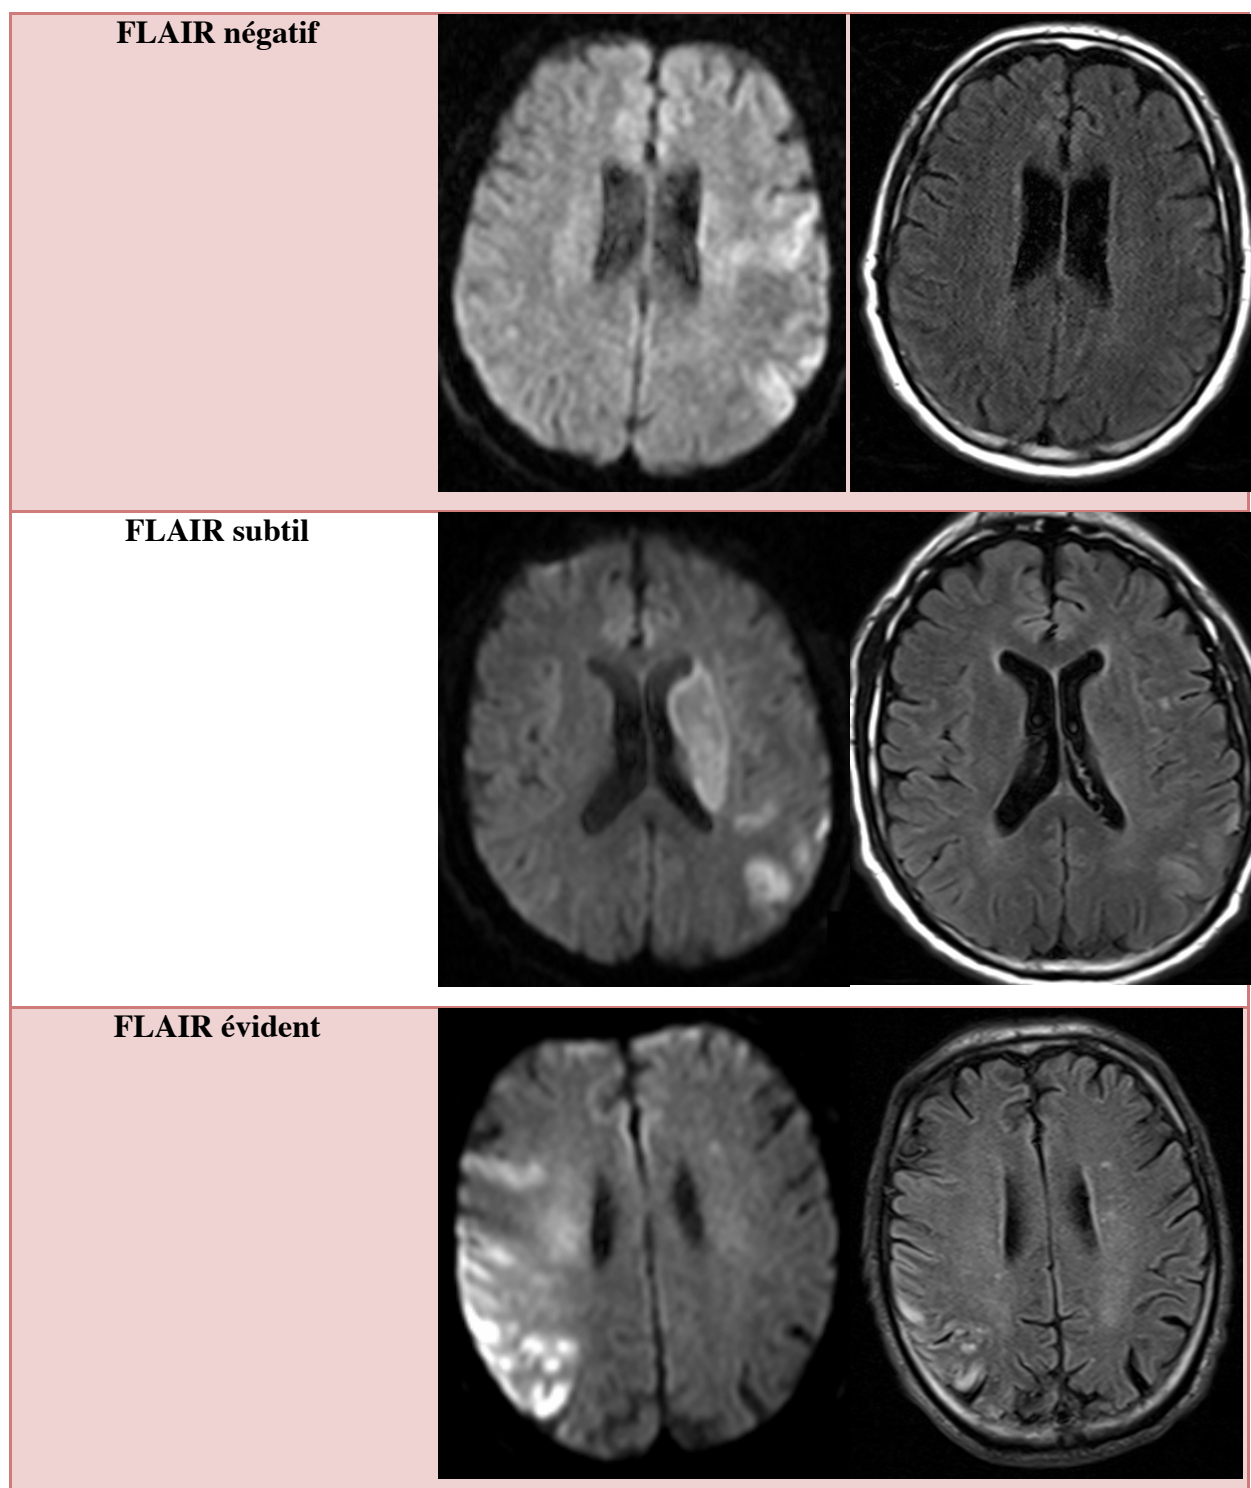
Algorithme de classification : pour chaque exemple la séquence de diffusion est à gauche et la séquence FLAIR est à droite.
